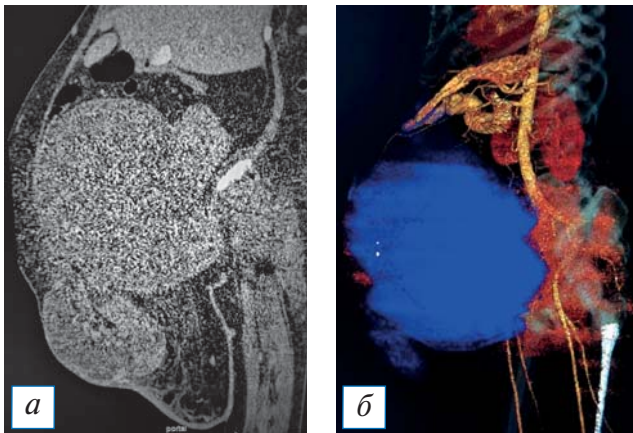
Результаты инструментального обследования: а — компьютерная томография органов брюшной полости; б — 3D-реконструкция по данным компьютерной томографии, в результате которой было оценено расположение опухоли по отношению к крупным сосудам брюшной полости.
